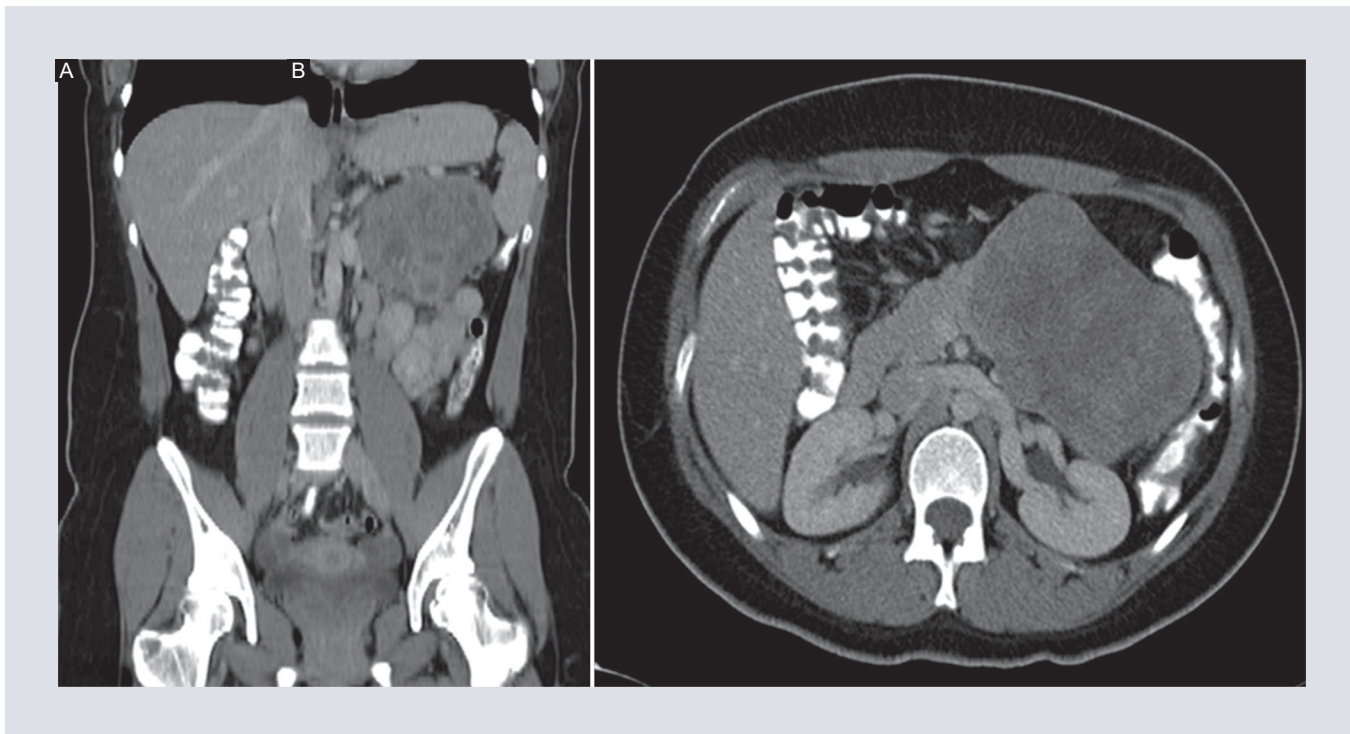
A y B: tomografía computarizada con contraste en las proyecciones coronal y axial que muestra una masa intrapancreática ubicada en la cola con bordes bien definidos y realce interno heterogéneo.
